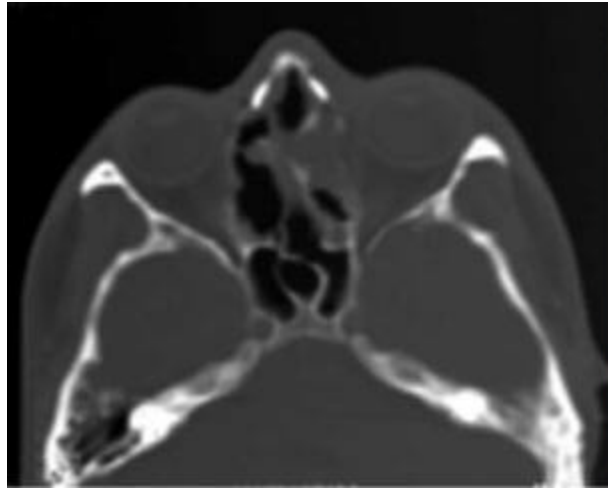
Estesioneurolastoma. Corte axial simple en TC de senos paranasales, masa de densidad intermedia en celdillas etmoidales y fosa nasal. TC control un mes después, donde se aprecia crecimiento de la masa a pesar del tratamiento.
